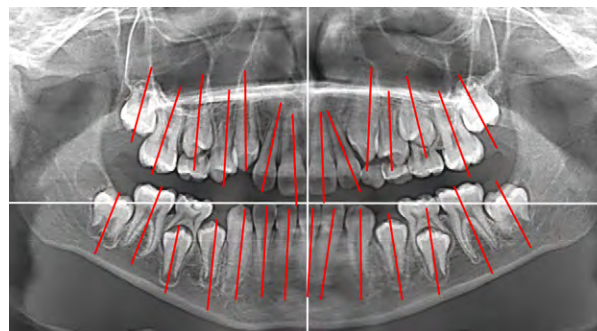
Ортопантомограмма пациента Л. 12 лет
